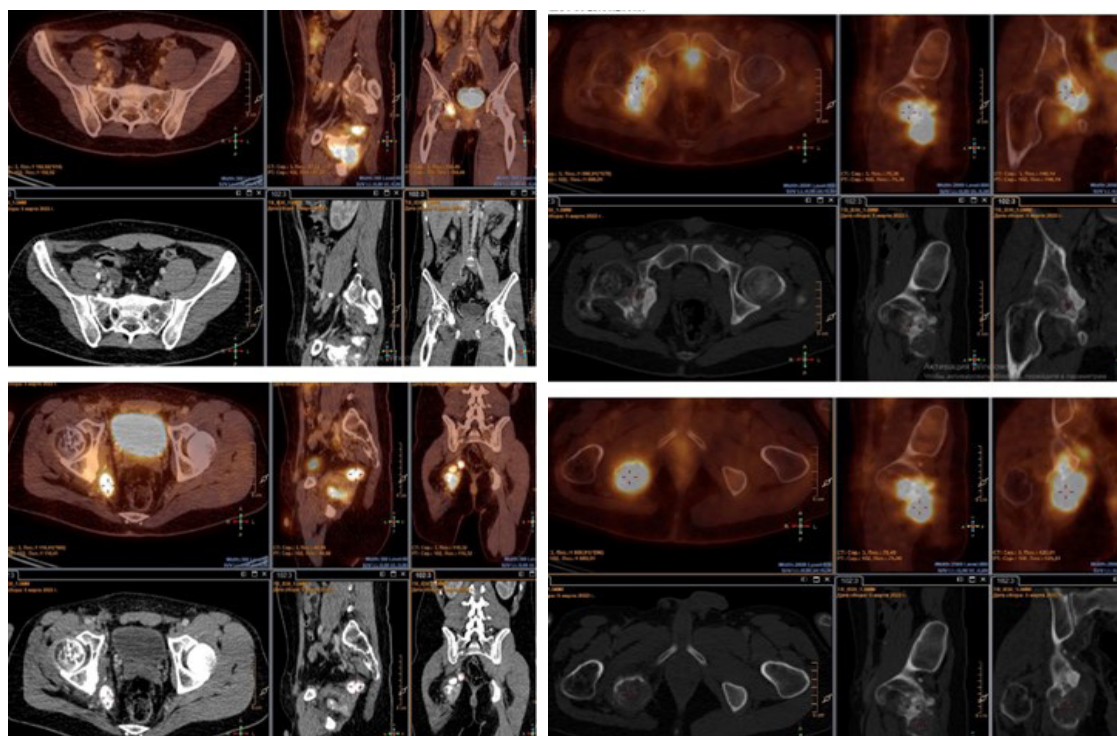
Результаты ПЭТ/КТ пациента с признаками рецидивного образования седалищной кости справа с распространением в тазобедренный сустав, частичной деструкции задней колонны вертлужной впадины справа, с высокой метаболической активностью
